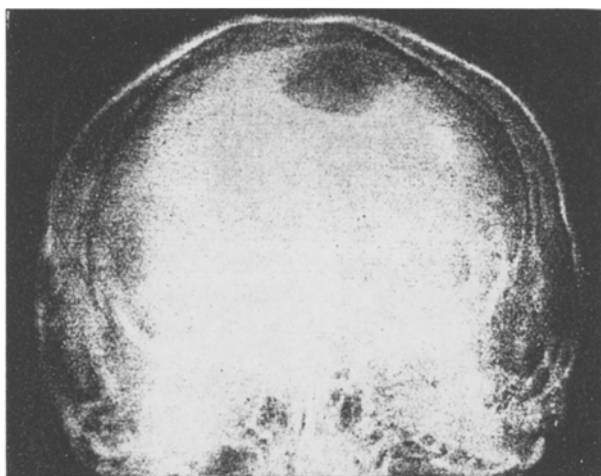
Pat. G. Myeloma multiplex. Röntgenogramm des Schädels.
